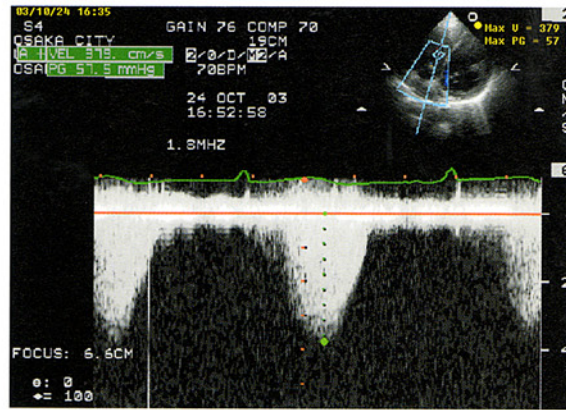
心エコー図，三尖弁逆流速度波形（連続波ドプラ法）
